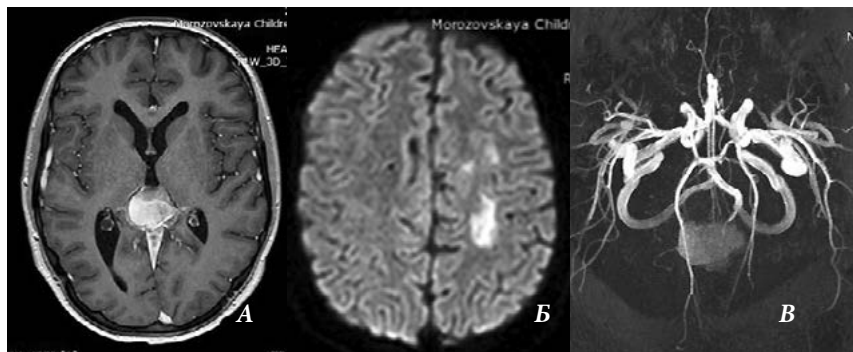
Артериальный ишемический инсульт у ребенка с пинеобластомой на фоне терапии. Остро возникший правосторонний гемипарез. МРТ картина — зона цитотоксического отека соответствующая бассейну левой средней мозговой артерии. МРТ головного мозга: А — T2FLAIR, Б — DWI, В — 3DТOF
